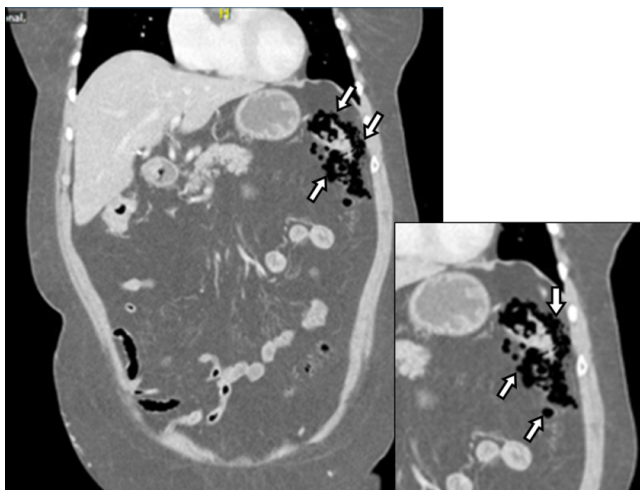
TC de abdomen con contraste (reconstrucción en plano coronal): múltiples burbujas de gas (neumoperitoneo) adyacentes al ángulo esplénico del colon (flechas)
